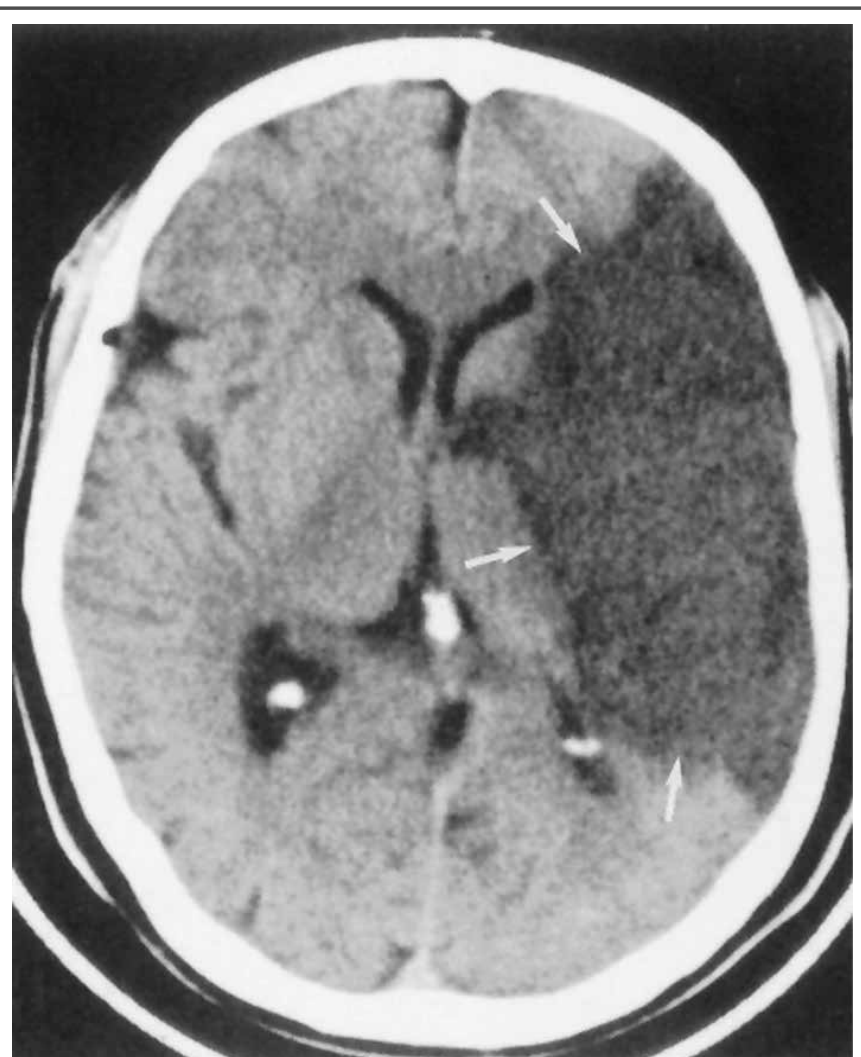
TC de crânio de um AVE isquêmico após 72 horas do início dos sintomas (território de cerebral média).
